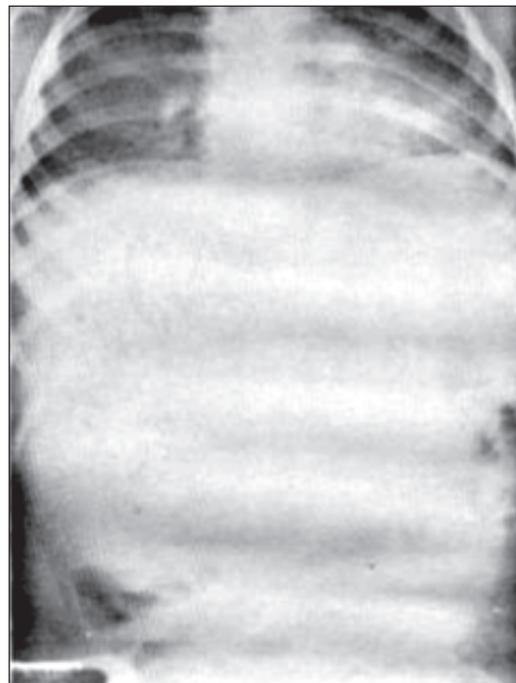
Radiografía de tórax y abdomen en la que se aprecia la elevación del diafragma. Atelectasia basal derecha y la gran hepatomegalia.
